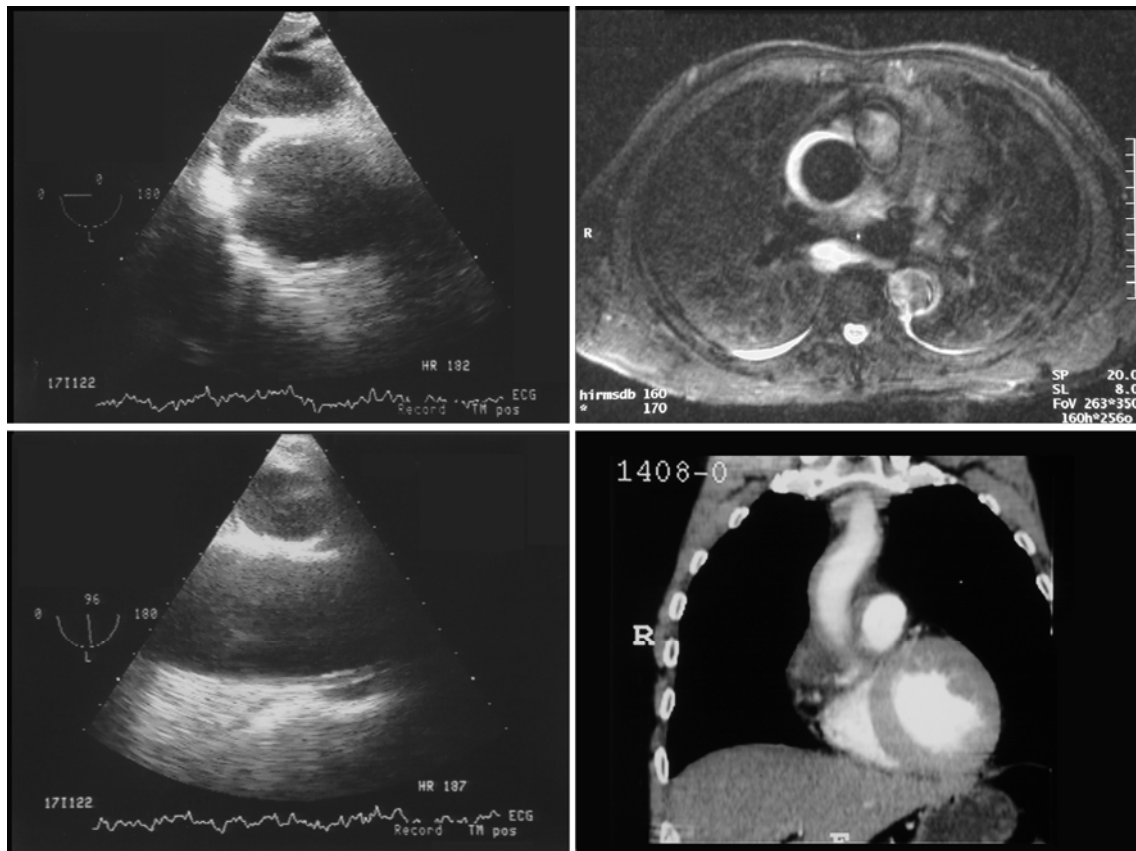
Hematoma intramural en l'aorta ascendent que no es demostra a l'Ecocardiografia Transesofàgica practicada el primer dia (esquerra). La TC practicada a les 24 hores mostra un mínim engruiximent a l'aorta ascendent (inferior dreta). La RM practicada als 4 dies mostra clarament la senyal hiperintensa del hematoma intramural.
